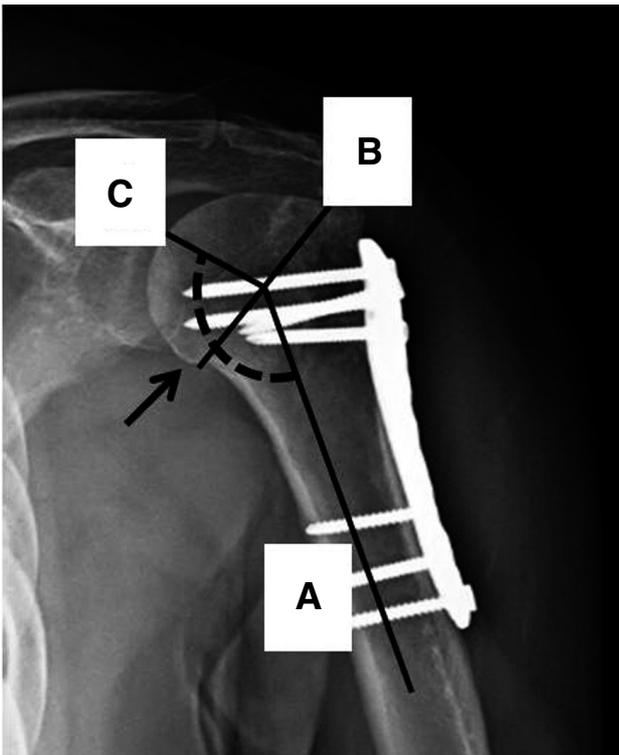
Neck/shaft angle. By use of an anteroposterior radiograph, the humeral neck/shaft angle (black arrow) was determined by the intersection of a line drawn on the central axis of the humeral shaft (A) with a line (C) drawn perpendicular to the anatomic neck (B) of the humerus.
